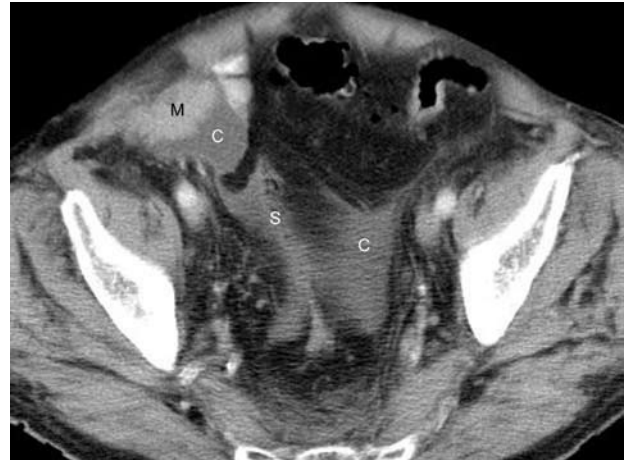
TC: imagen más caudal que la anterior que muestra la colección (C) que desde la masa (M) se extiende hacia la cavidad pelviana rodeando el sigmoides (S).
